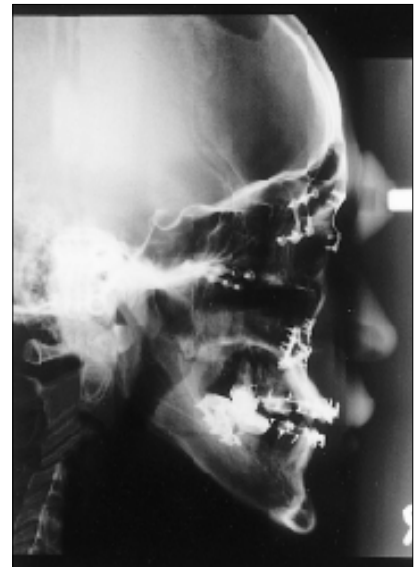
환자의 2차 수술후 방사선사진
